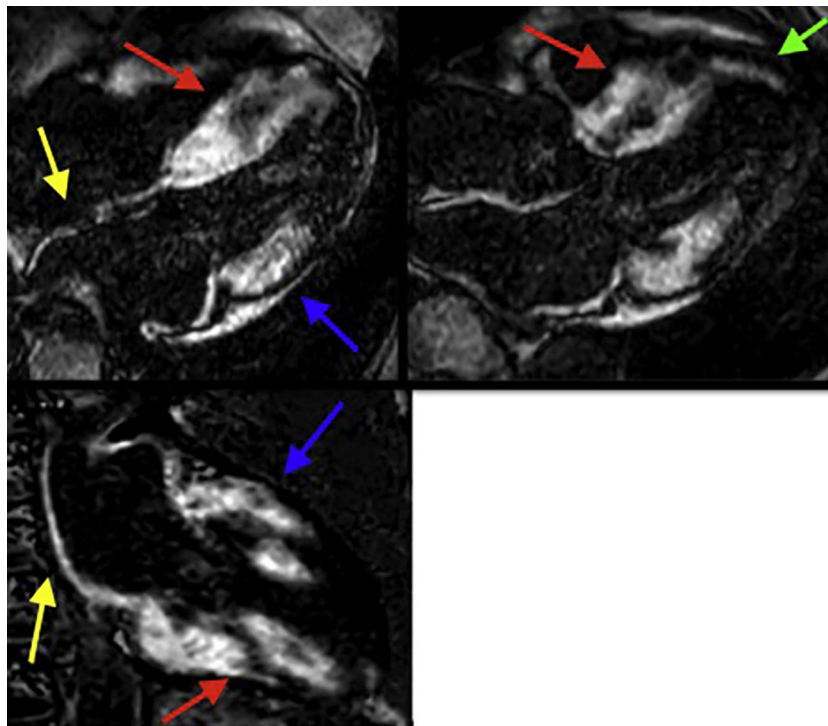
Resonancia magnética cardíaca – Secuencias de realce tardío: Importante depósito focal de gadolinio transmural comprometiendo los segmentos basales y medios del septum y de la pared inferior (flechas rojas), así como los segmentos basales de la pared anterolateral y anterior (flechas azules). Depósito focal de gadolinio subendocárdico a nivel del segmento apical del septum (flecha verde). Depósito focal de gadolinio comprometiendo la pared de la aurícula izquierda y el septum interauricular (flechas amarillas). FCI – IC.
